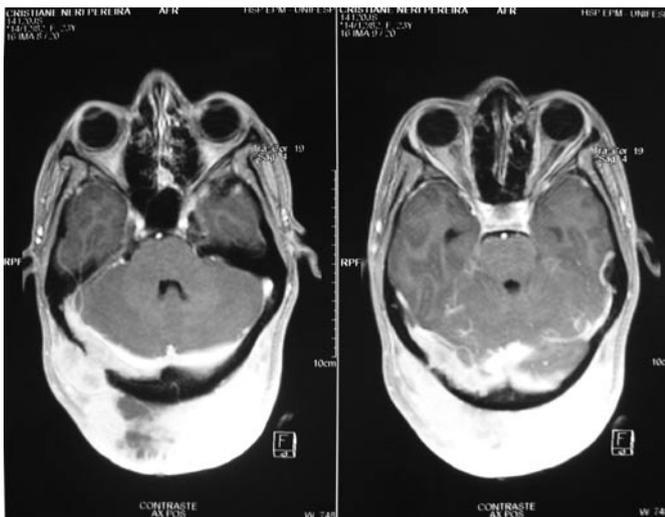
Ressonância Nuclear Magnética com Extensão do Tumor através de Pertuito Ósseo
